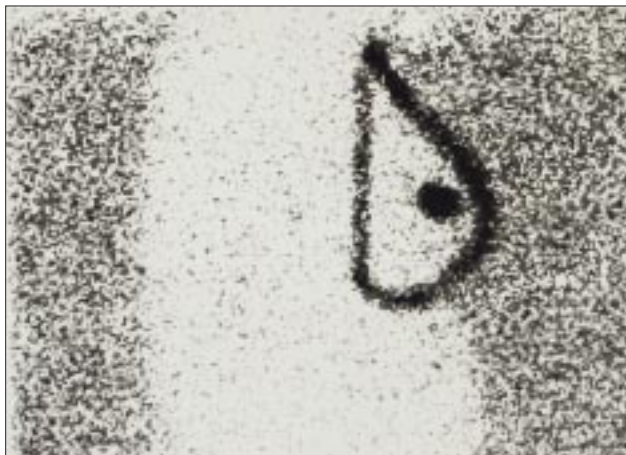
Limfoscintigrafski prikaz varovalne bezgavke pri raku dojke. Varovalna bezgavka je prva bezgavka na poti drenaže iz primarnega tumorja. Poleg nje je prikazana tudi bezgavka drugega reda.
